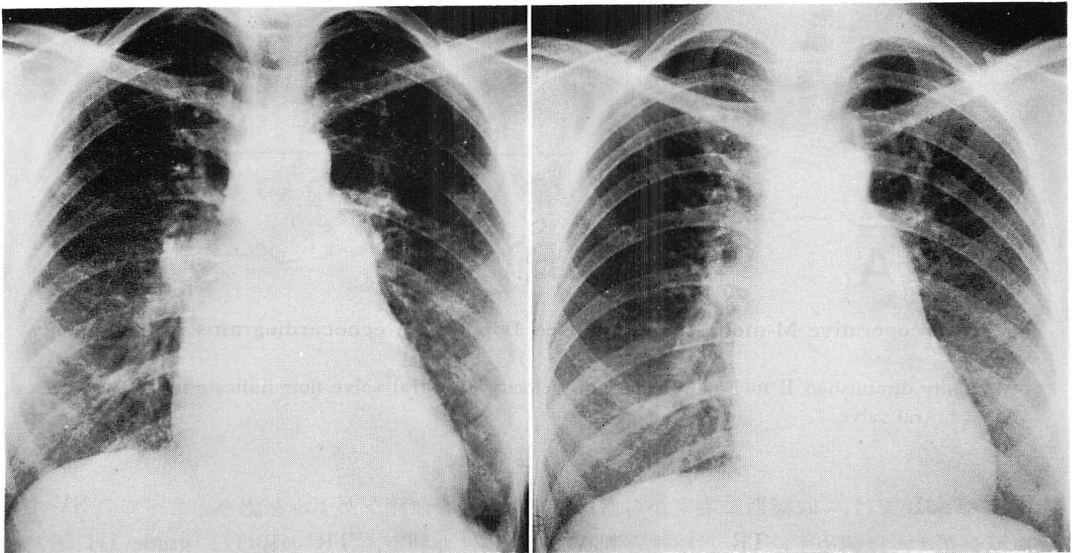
Chest radiographs before (left) and after (right) surgery.
